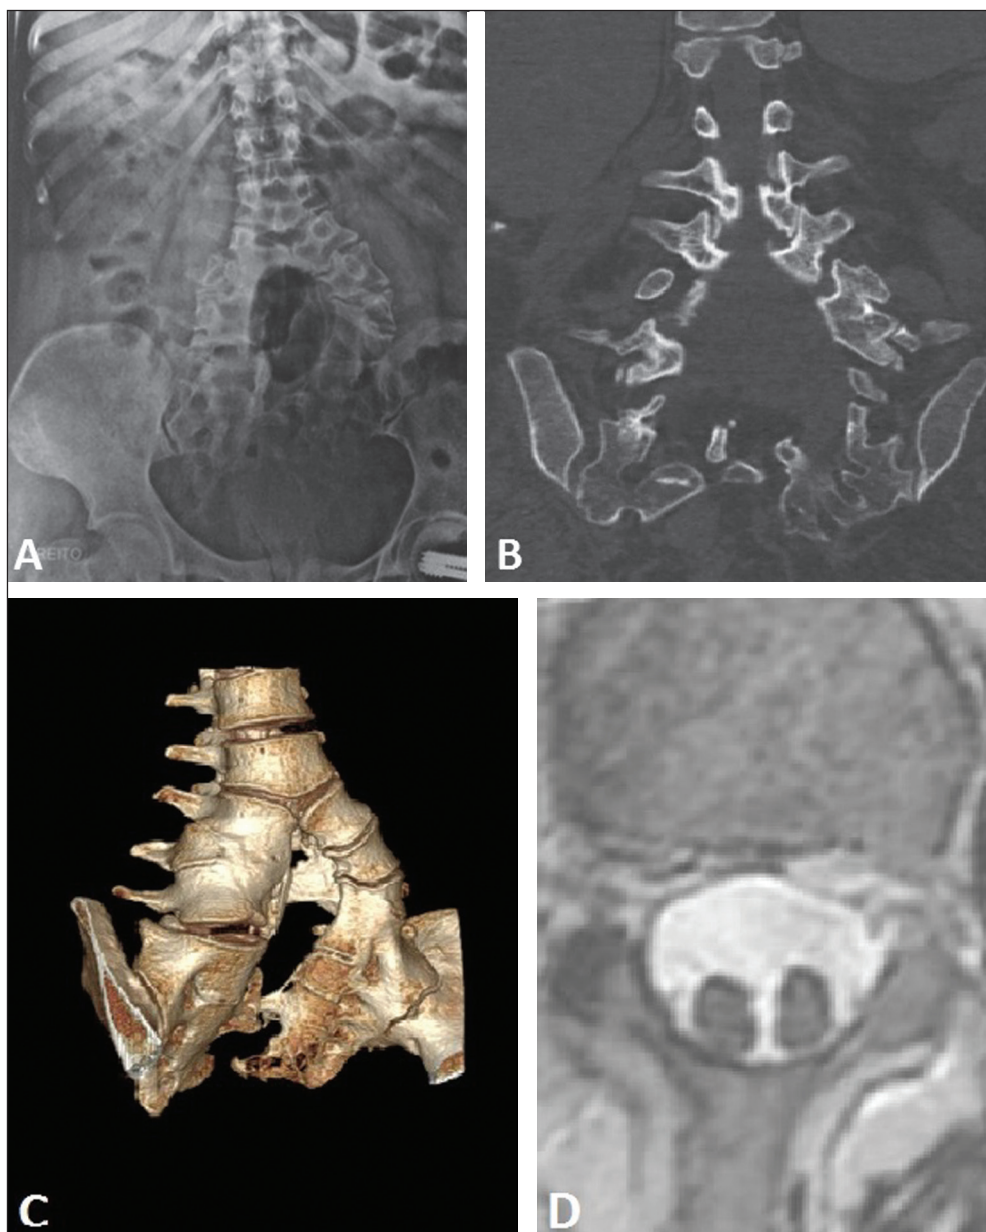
Alteração morfoestrutural congênita da coluna lombossacra caracterizada por defeito de fusão e falha da segmentação dos corpos vertebrais, com formação de dois eixos a partir da terceira vértebra lombar, demonstrada em radiografia simples (A), tomografia computadorizada (B) com reconstrução 3D (C). Ressonância magnética, aquisição axial T2, demonstrando duas hemimedulas dentro de um saco dural único (D).
